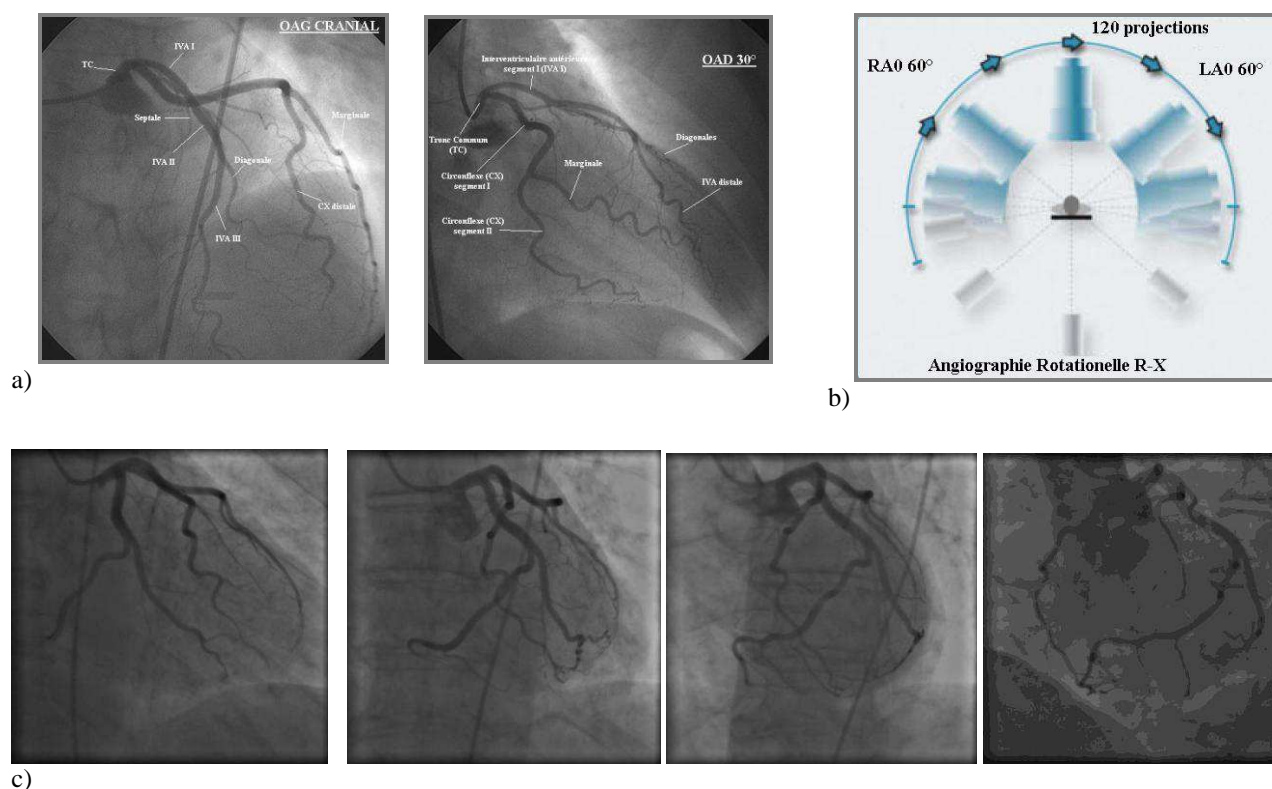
a) Angiographie R-X conventionnelle: Vue Radiographique:opacification sélective de l'artère coronaire gauche (coronarographie) en oblique antérieur gauche (OAG) (image de gauche) et en oblique antérieur droit (OAD) (image de droite). b) Principe de l'acquisition sur un système angiographique rotationnel : une série de projections sont acquises pendant que le système tourne autour du patient sur une trajectoire de 180°. c) Projections acquises sur un système rotation Siemens à différents angles depuis l'incidence OAD jusqu'à l'incidence OAG (ces images, contrairement aux projections obtenues avec un système conventionnel, sont non soustraites).
